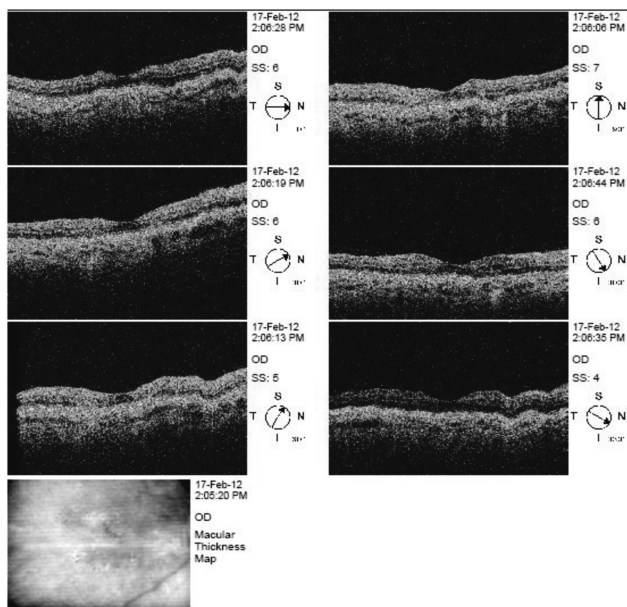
Оптическая когерентная томография правого глаза спустя 8 месяцев. Выравнивание, восстановление оптической плотности слоя пигментного эпителия
